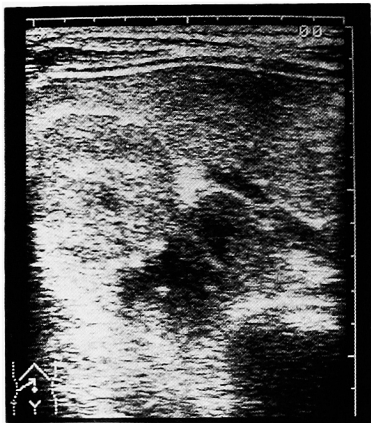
超音波検査: 右腎上部から中部にかけて low echoic な占拠性病変を認める。
